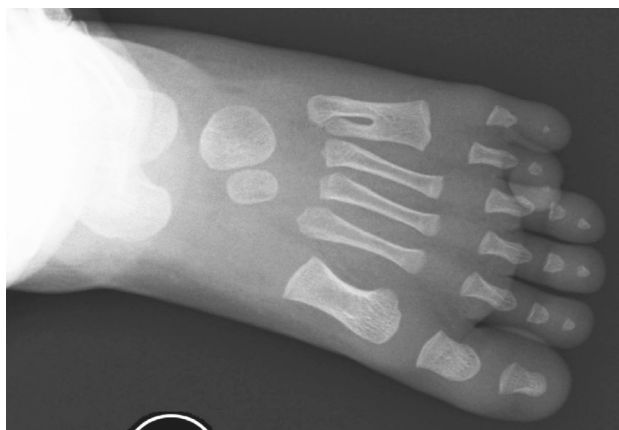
Первичное рентгенологическое исследование (прямая проекция)
